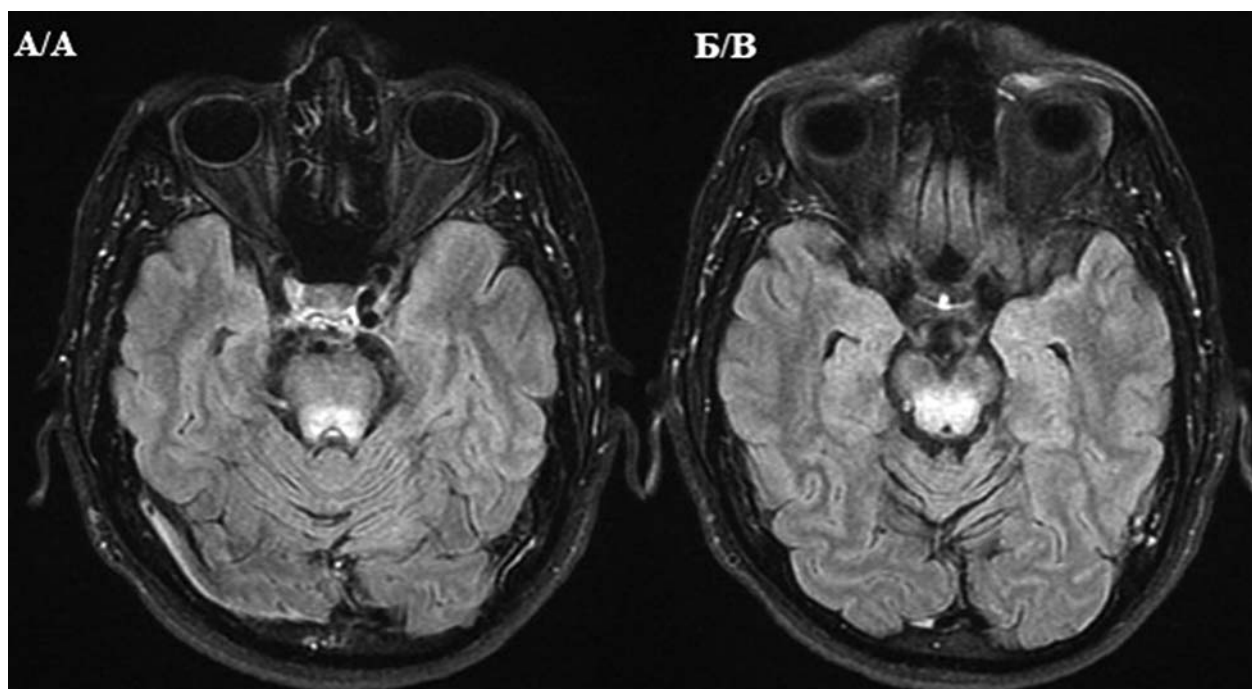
МРТ головного мозга, аксиальные срезы, режим T2 FLAIR: А — гиперинтенсивные очаговые изменения в проекции дорзальных отделов моста и верхних мозжечковых ножек; Б — среднего мозга.
